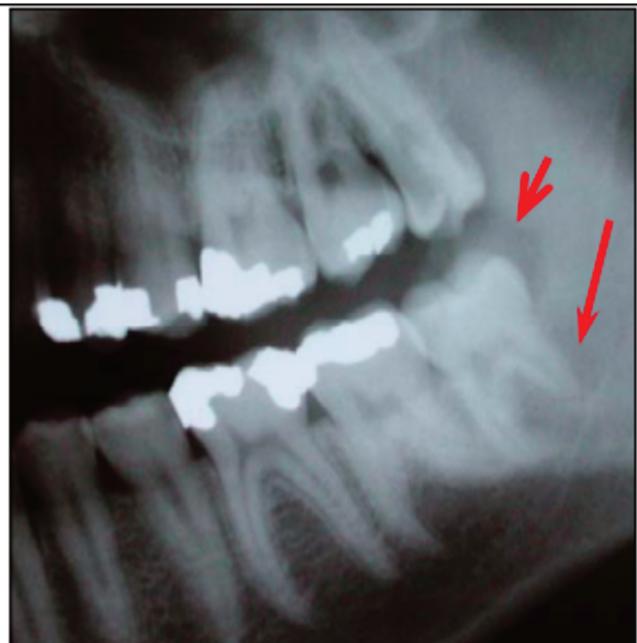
Radiographie de la dent causale, la troisième molaire mandibulaire gauche [38] (15).
